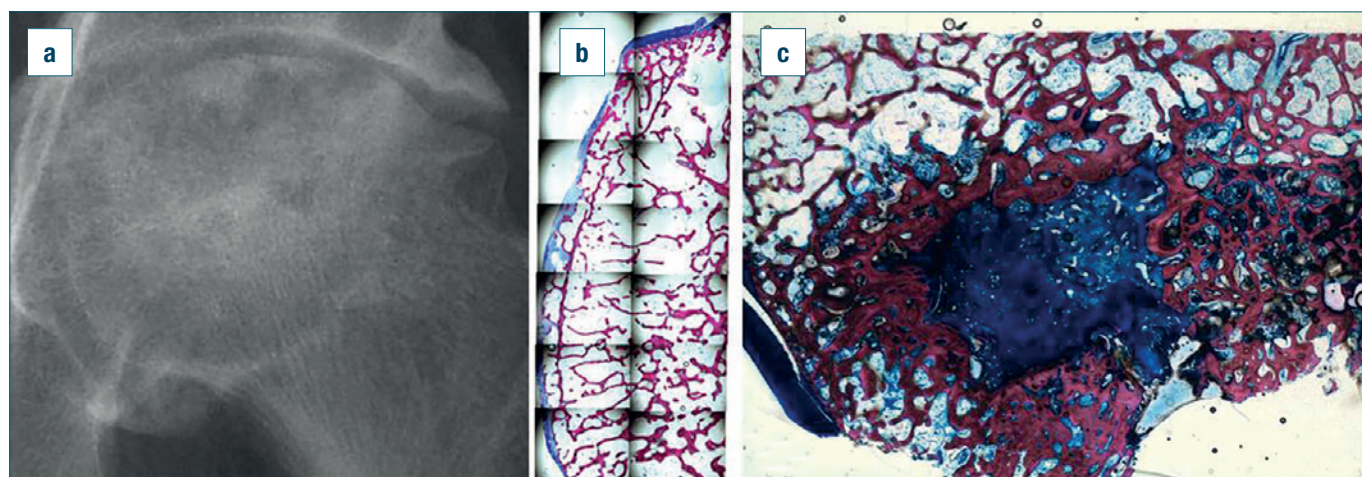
Particolare radiografico della testa analizzata istologicamente (A). Foto d'insieme dei vetrini analizzati dell'area mediale della testa che evidenziano un diradamento delle trabecole ossee con sostituzione adiposa del midollo emopoietico (colorazione Giemsa) (B). Analisi istologica della porzione supero-laterale della testa femorale con evidenza di materiale fibroso all'interno e ispessimento delle trabecole ossee nella periferia (colorazione SVG, ingrandimento 10X) (C).
